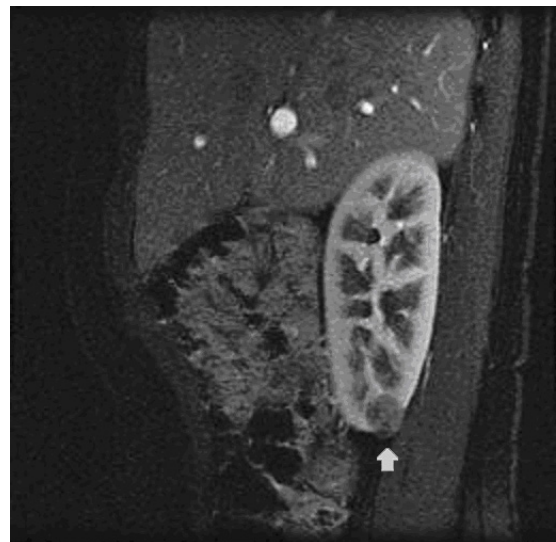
On contrast-enhanced, fat-saturated T1-weighted sagittal MR images, this mass (arrows) shows low-signal intensity with renal parenchyma, suggesting hypovascularity.
